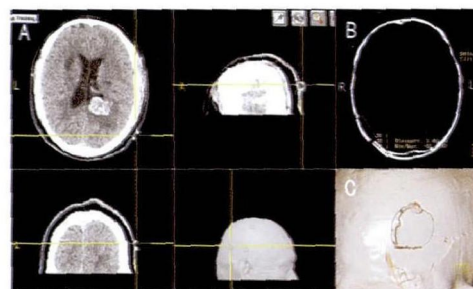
深部脑膜瘤导航下在体表选择最佳入路点(图 A);图 B 为术后复查骨窗直径 3.5 cm,图 C 为 CT 重建骨窗。
